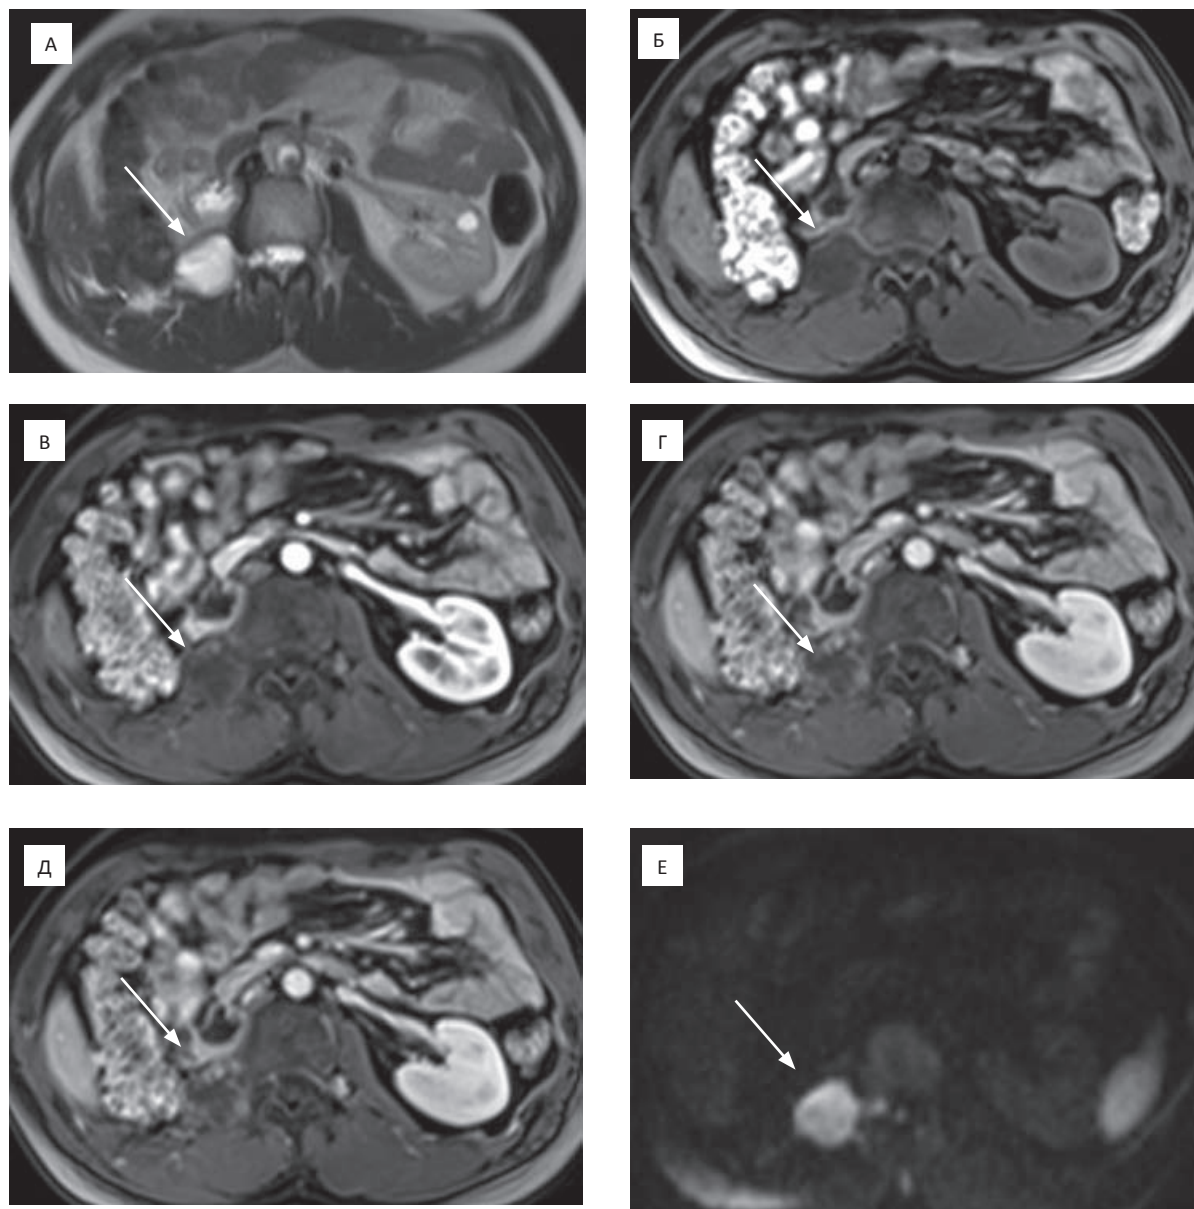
Аксиальные МР-томограммы абдоминальной области мужчины 34 лет с рецидивом миксоидной ЛС через 6 лет после оперативного вмешательства. А — T_2 -томограмма — забрюшинно справа определяется гиперинтенсивный узел однородной структуры и достаточно четкими контурами (стрелки); Б — T_1 -томограмма (нативная фаза) — узел представляется гипоинтенсивным (стрелки); В — артериальная фаза — появление участков контрастирования по периферии образования (стрелки); Г — венозная фаза — увеличение количества и размеров участков контрастирования (стрелки); Д — отсроченная фаза — дальнейшее увеличение степени контрастирования узловых участков (стрелки); Е — ДВ-МРТ ($b = 800 \text{ с/мм}^2$) — отмечается гиперинтенсивность узла (стрелки); Ж — ИКД-карта: измеряемый коэффициент диффузии со средним значением $2114 \times 10^{-6} \text{ мм}^2/\text{с}$ (стрелки)
